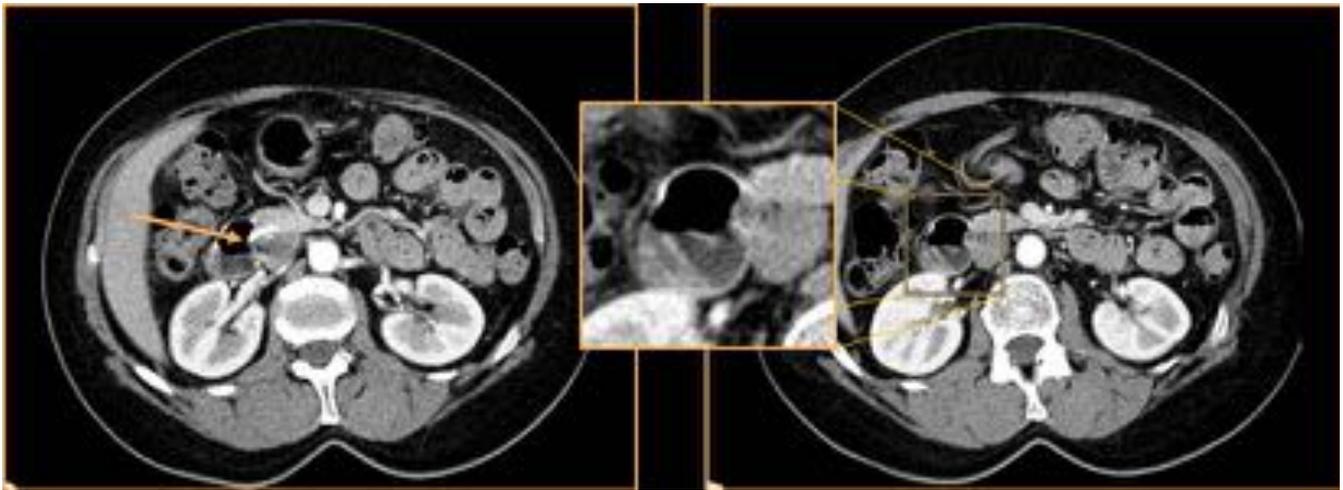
Artefacto de endurecimiento del haz. Se aprecia una hiperdensidad lineal en la interfaz aire-agua en la luz del intestino, que puede llevar a confusión. Es importante darse cuenta de la morfología lineal de los artefactos, de su localización en las interfaces entre estructuras con densidades dispares, y de que se pueden ver igualmente en el TC sin contraste.
